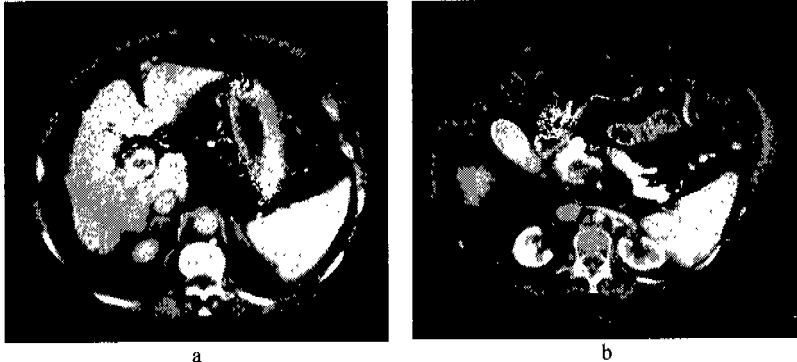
Carcinoma hepatocelular por IRM. Trombosis de vena porta (a) y de vena esplénica (b).
